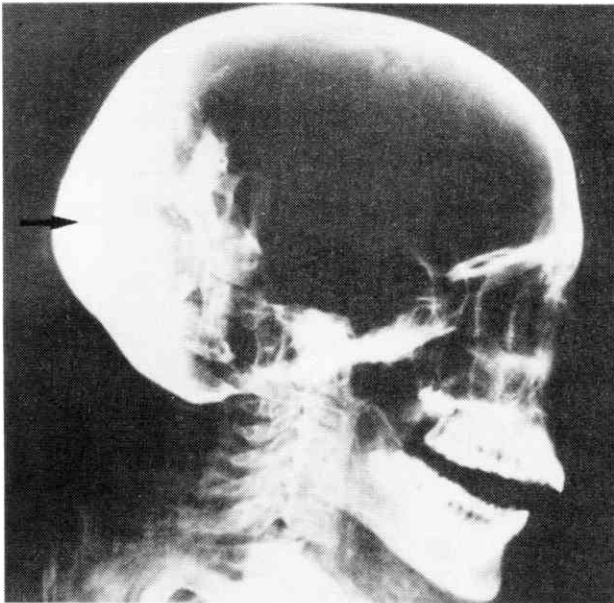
Radiographie du profil crânien de ML3 qui décèle une densité dans la région occipitale (➡). Dans cette masse sont fichées des structures osseuses brisées lors de l'embaumement.
